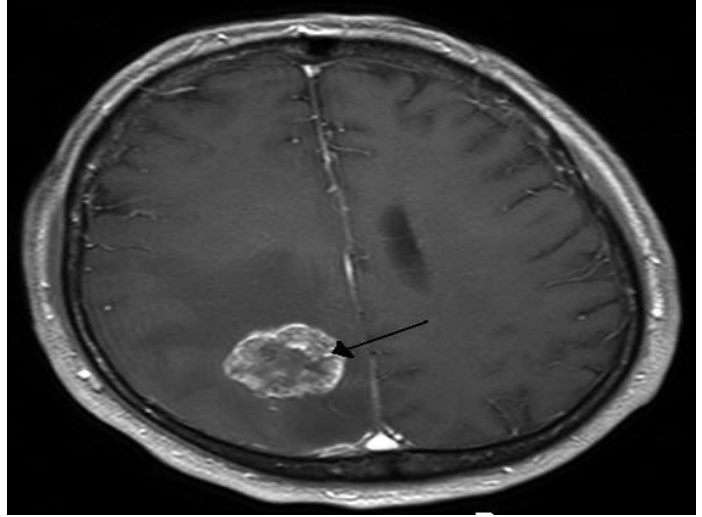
Tomografía Axial Computarizada que muestra masa anómala en el lóbulo parietal del lado izquierdo (autor: Wikimedia por Marvin 101).
